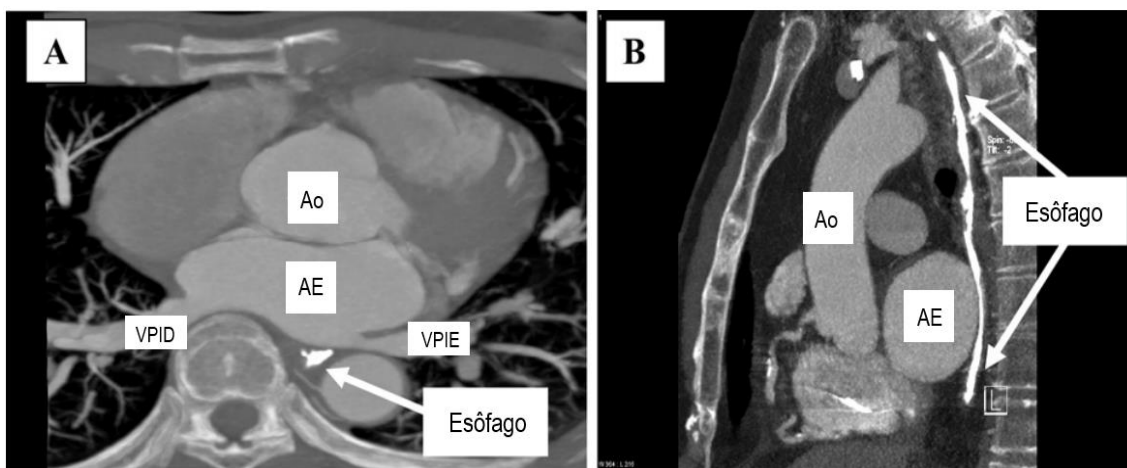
Relações normais entre o esôfago e o átrio esquerdo visualizados pela tomografia computadorizada de tórax com contraste esofágico. A: Corte axial; B: Corte sagital. AE = Átrio esquerdo; Ao = Aorta; VPIE = Veia pulmonar inferior esquerda; VPID = Veia pulmonar inferior direita. Fonte: Donaldson et al., 2010³⁹
